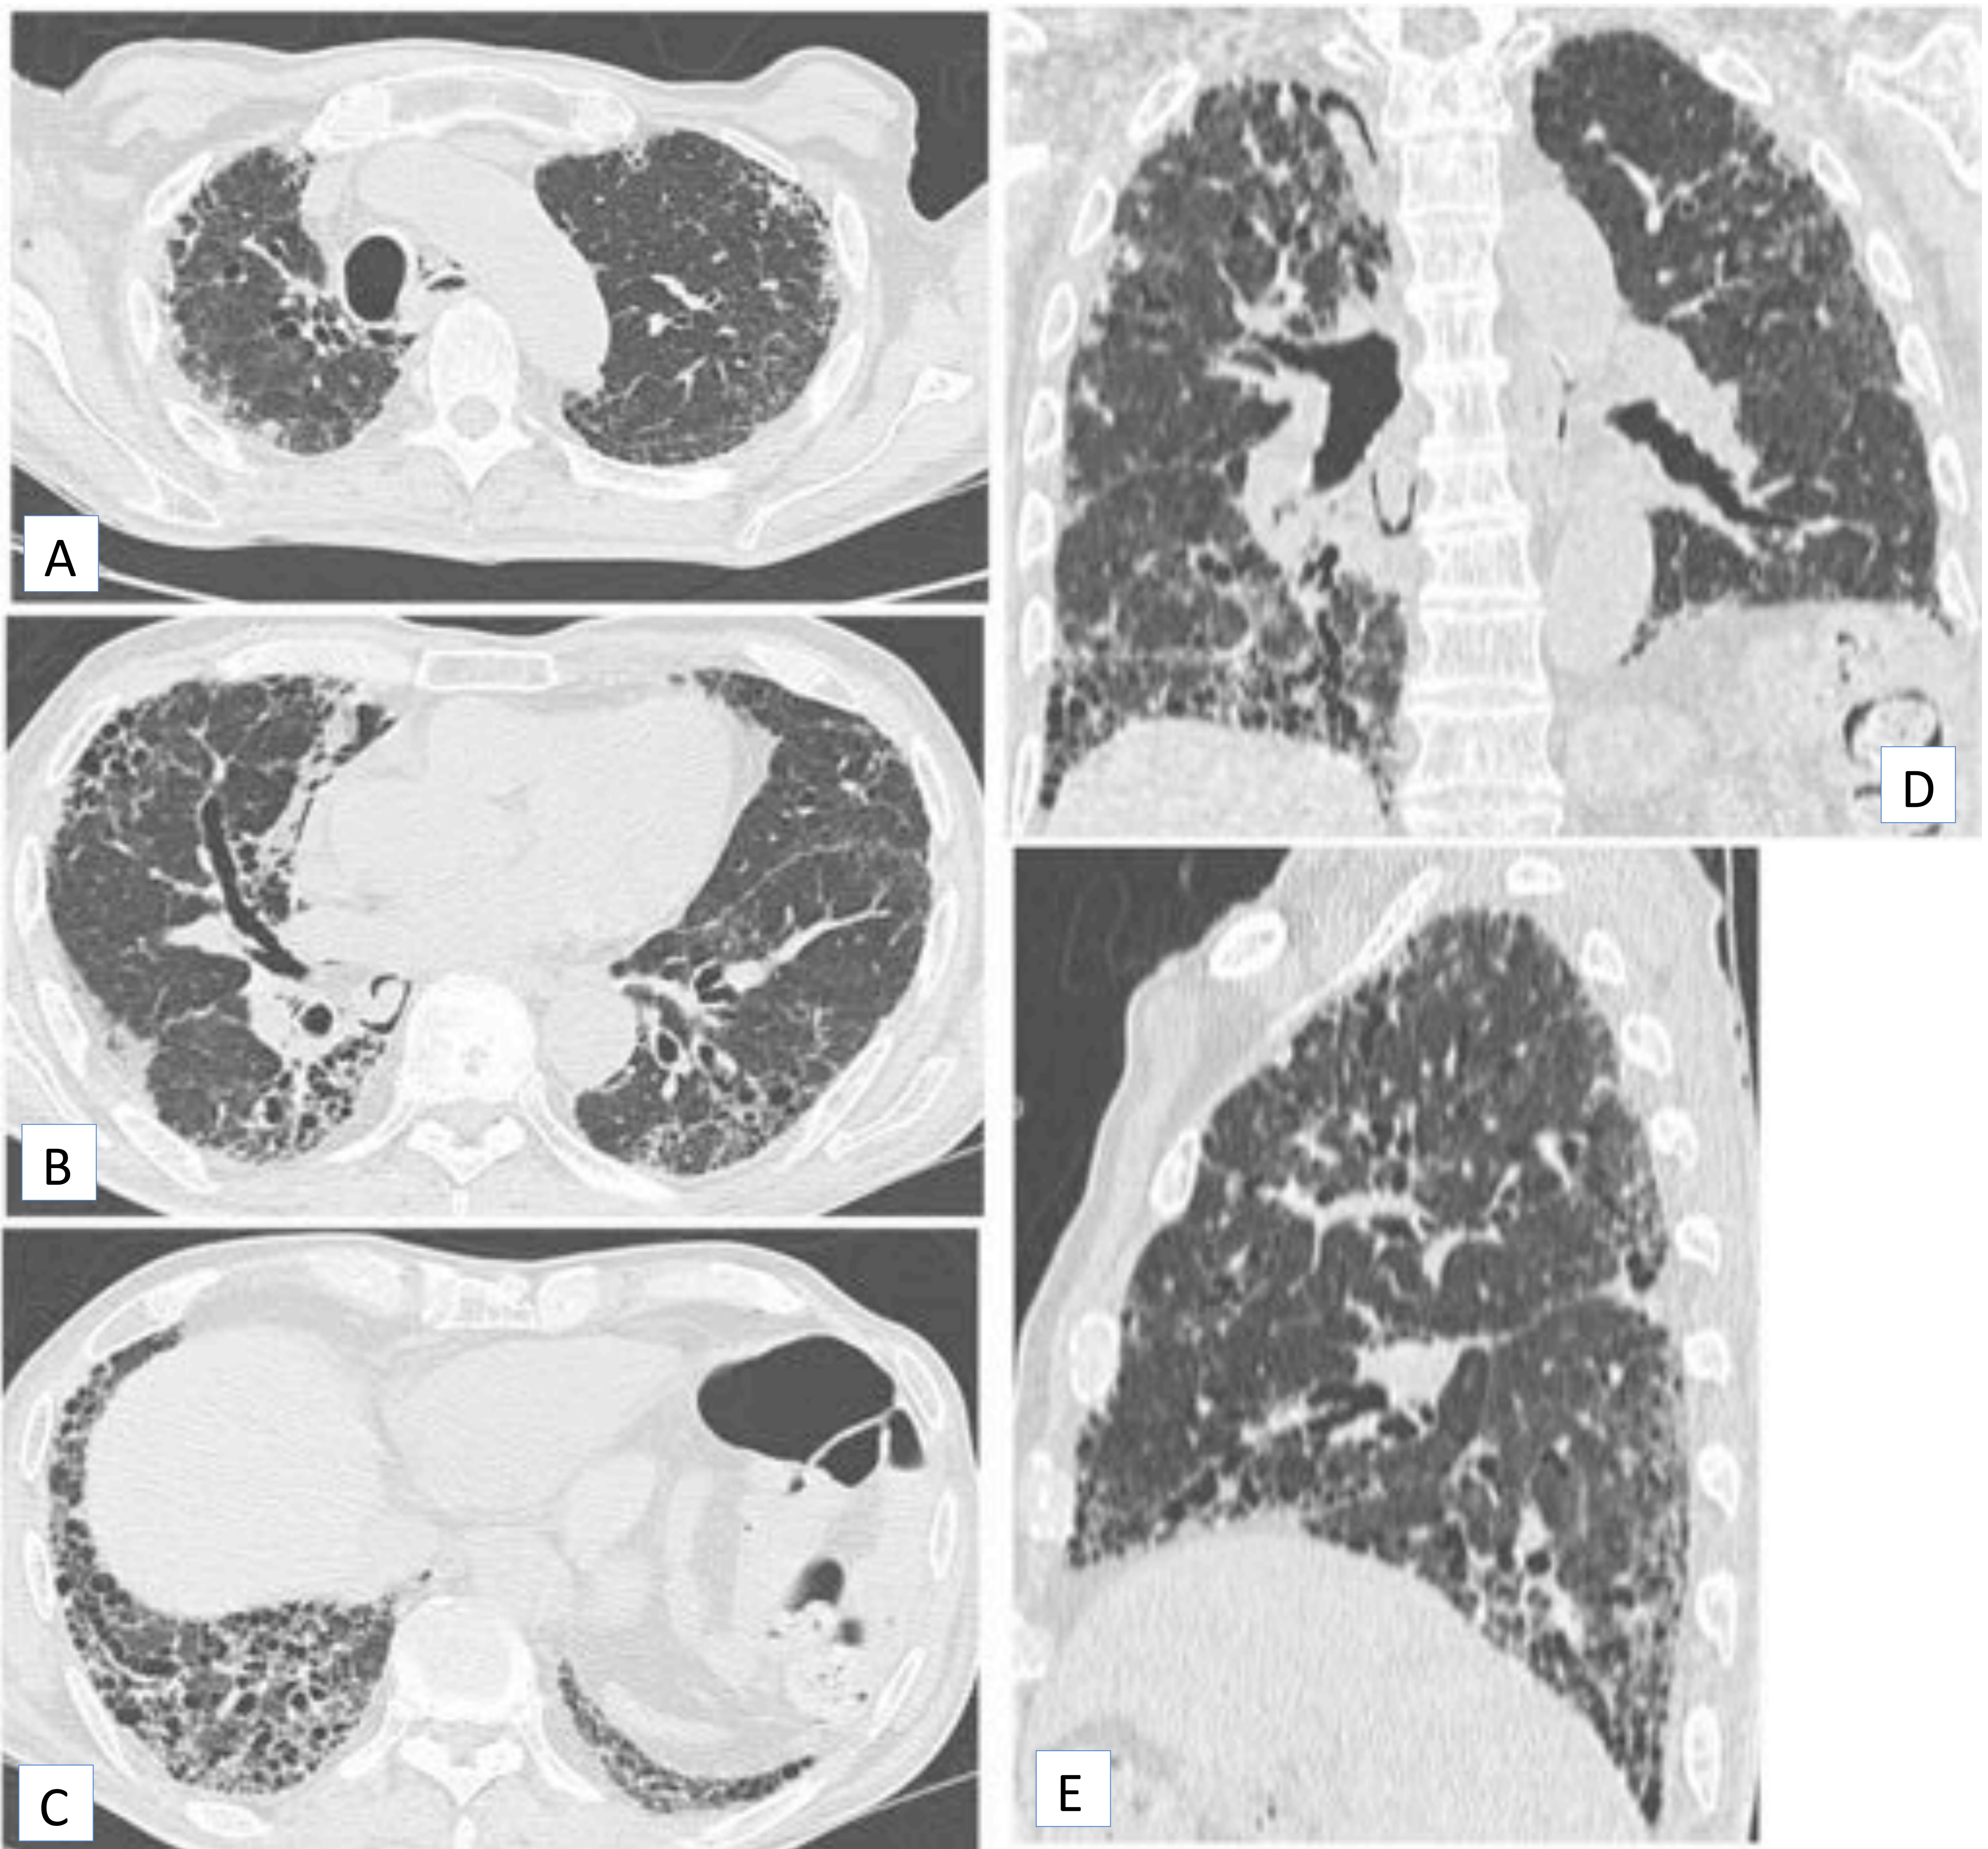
Patrón NIU. Imágenes de TC de tórax en plano axial (A-C), coronal (D) y sagital (E). Se observa patrón en panal y opacidades reticulares de predominio en las bases pulmonares, así como bronquiectasias por tracción.
